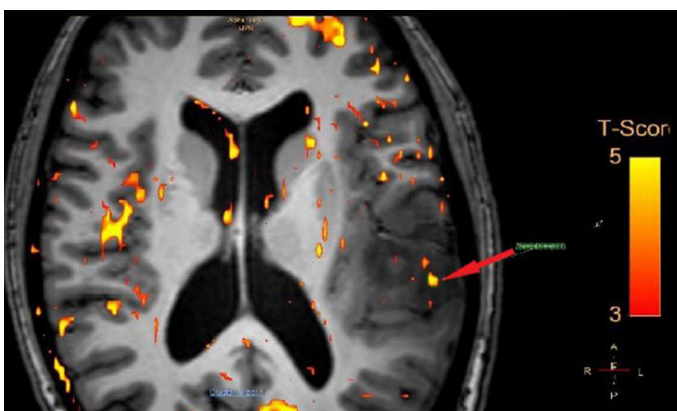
МРТ (3 Тл) головного мозку. Внутрішньомозкова пухлина лівої скроневі частки (гістологічно – анапластична astroцитом, Gr III); фМРТ з візуалізацією мовних центрів (центр Верніке – зона активного сигналу від центру позначена стрілкою) (власне спостереження)
